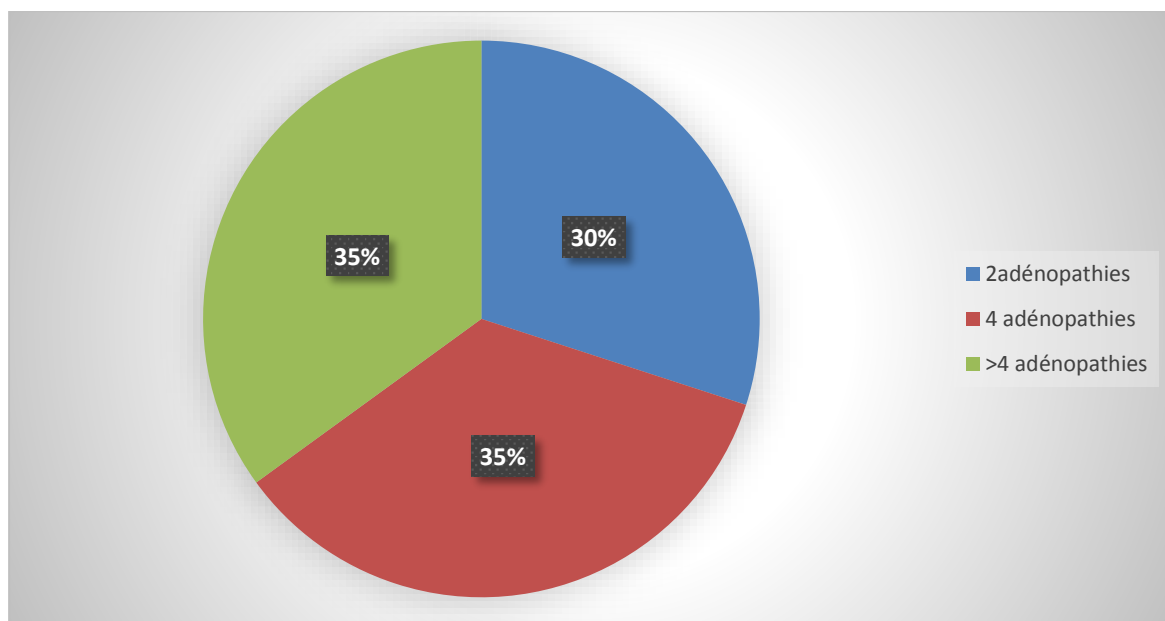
Répartition des patientes selon le nombre d'adénopathies retrouvées à l'échographie axillaire.
